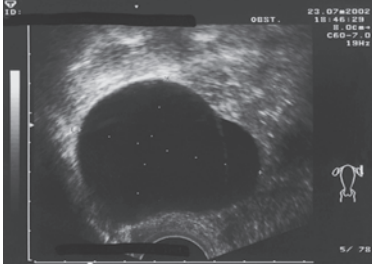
Sonografie des linken Ovars: Größe 40 × 50 mm.
